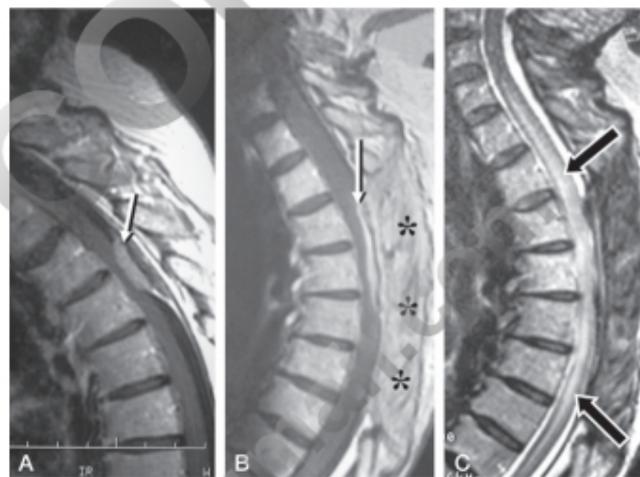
Aracnoiditis posquirúrgica. A. Meningioma en la RM preoperatoria. B. RM postoperatoria. La flecha señala el engrosamiento meníngeo, que se realiza con contraste. Los asteriscos señalan el foco operatorio. C. RM postoperatoria. Hiperseñal de la médula por edema.
